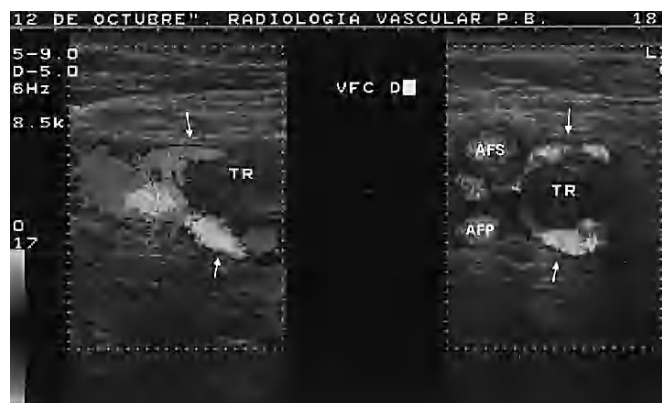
Eco-Doppler color de confluencia venosa femoral derecha. Ocupación de la luz venosa por trombo agudo (TR) parcialmente oclusivo con paso de sangre por su periferia (flechas blancas) (derecha: corte transversal, izquierda: corte longitudinal).
